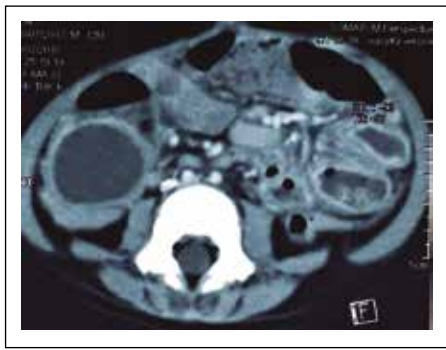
Tomografía axial con contraste muestra una tumoración esférica en la región ileocecal, de pared engrosada, bien definida y contenido hipodenso homogéneo de aspecto líquido de 32 x 28 mm (Unidades Hounsfield 7).
